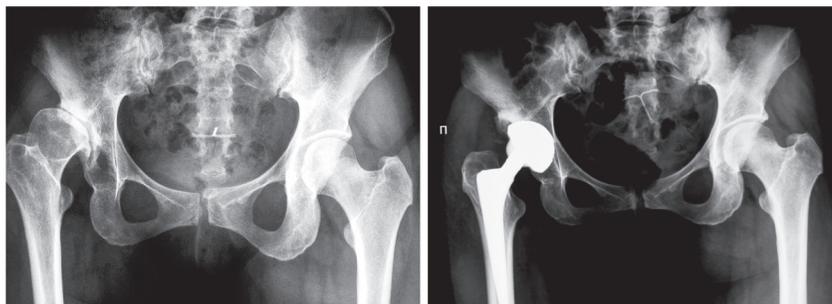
Рентгенограммы пациентки Б. 35 лет, и.б. № 62750 до и после эндопротезирования, выполненного согласно результатам предоперационного проектирования, без костной пластики дефекта в области свода вертлужной впадины
